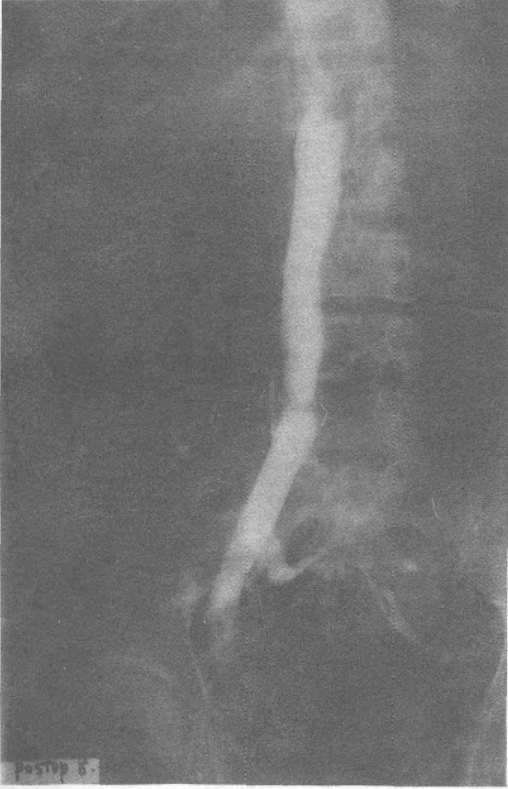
Olgu 1'de 5. ayda çekilen venakavografide greftin açık olduğu görülmektedir.
